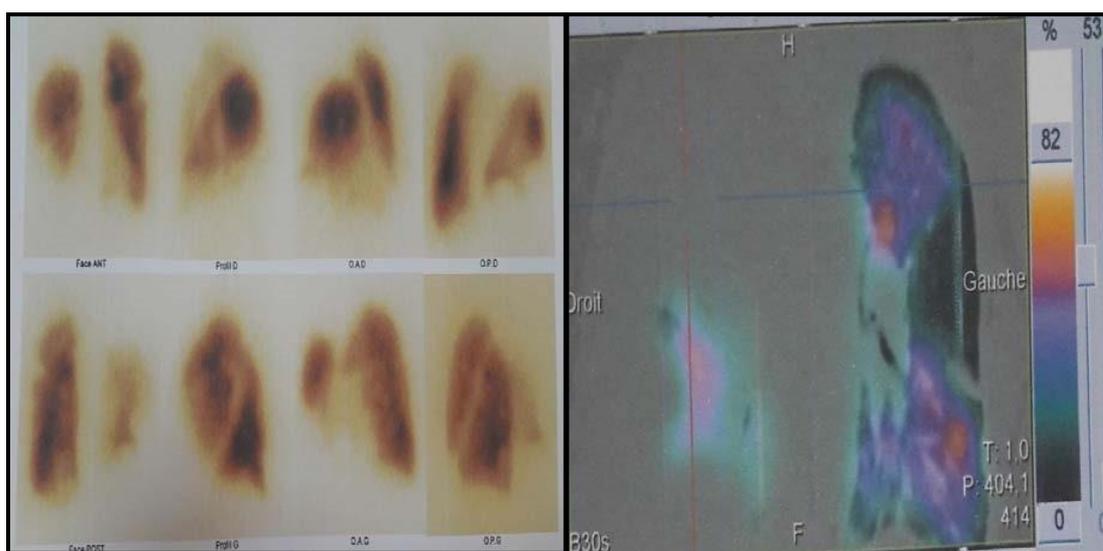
coupe scintigraphique montrant une embolie pulmonaire récente
